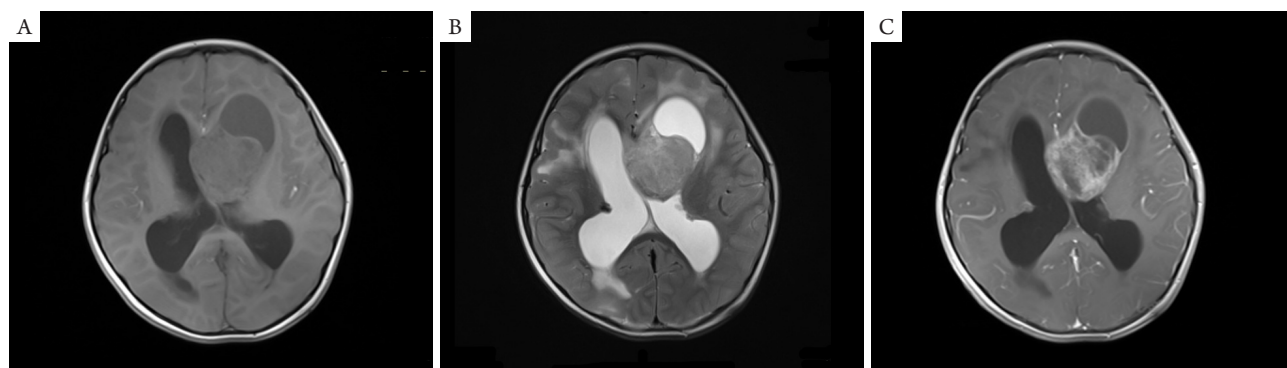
SEGA的影像学特征。例1, MRI显示左侧脑室前部见一囊实性异常信号, 以实性成分为主, 大小约4.8 cm × 4.5 cm × 4.3 cm, T1WI为等、稍低信号(A), T2WI为稍高信号(B), 部分病变向右侧脑室内延伸, 增强扫描实性部分强化, 囊性部分不强化(C), 病灶边界清楚, 两侧侧脑室扩大。
